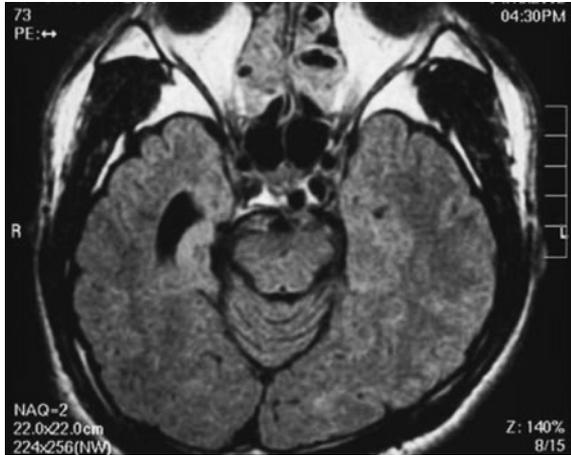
MRI of the brain with fluid-attenuated inversion recovery sequence shows right hippocampal atrophy and increased signal intensity. The patient had medically intractable temporal lobe epilepsy. He has been seizure free after the surgical resection. Pathological examination revealed hippocampal sclerosis.
